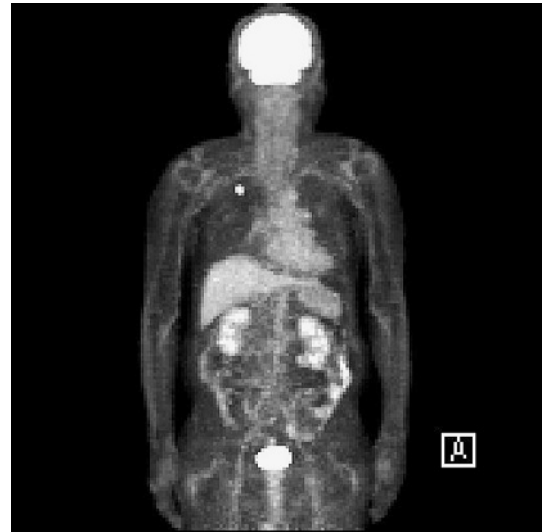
PET scan image showing positive accumulation of FDG in the right lung nodule.
